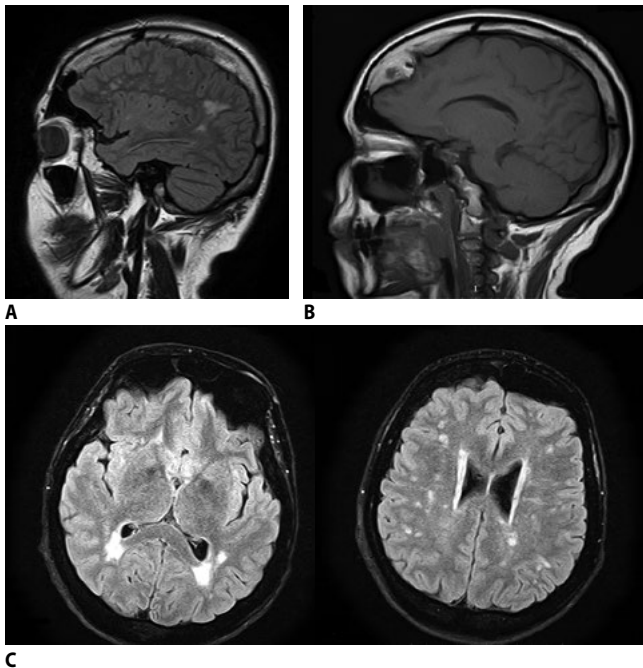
МРТ головного мозга пациентки Д. (А – режим T2; В – режим T1; С – режим FLAIR). Снимки демонстрируют очаговые изменения белого вещества больших полушарий, а также гиперостоз лобных и теменных костей
